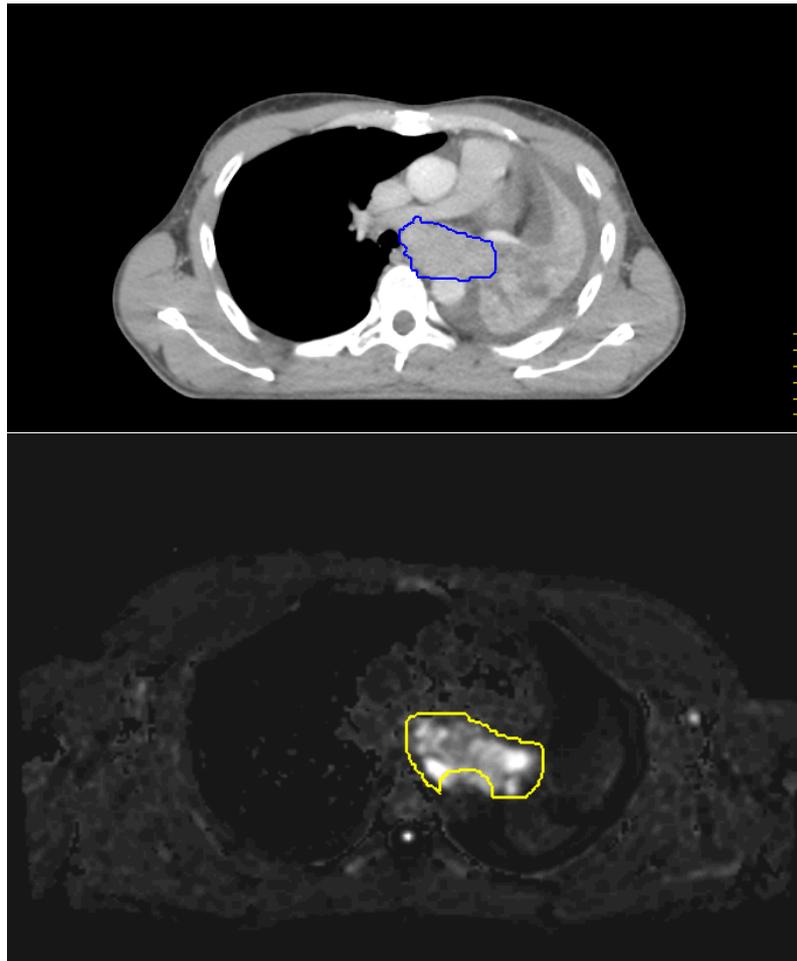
Fall 10: CT Abdomenfenster und DWI mit Teil der Kontur der Trachea. Um diese zu erkennen waren T1- und T2-Sequenzen notwendig.
